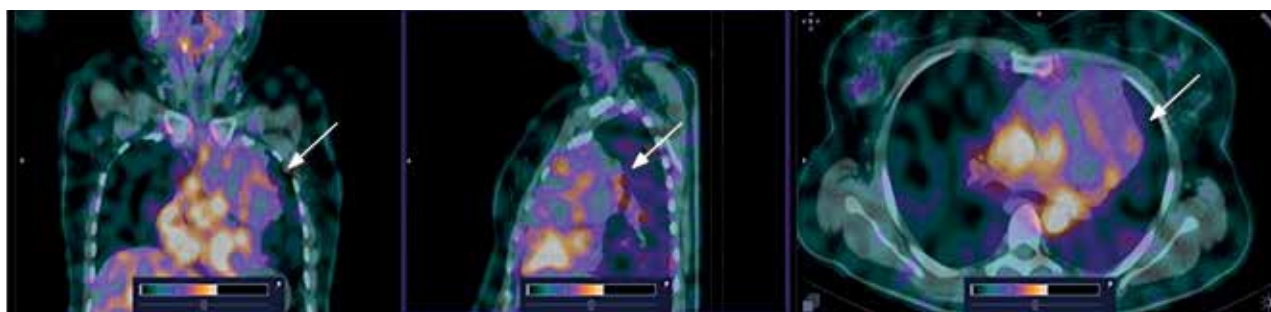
ОФЭКТ/КТ-изображения пациентки 3 с лимфомой Ходжкина через 2 ч после введения ^{99m}Tc -ТГ. Визуализируется высокое поглощение ^{99m}Tc -ТГ в опухолевой ткани средостения ($\text{SUV}_{\text{max}} = 1,3$) (стрелки)
